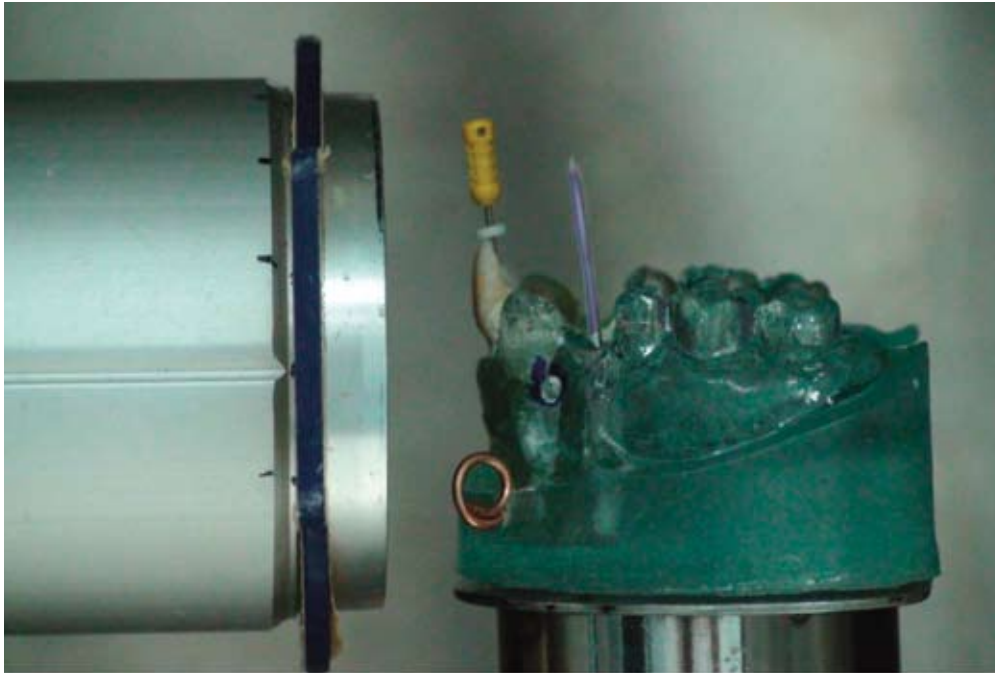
The position of the radiograph taken in the laboratory
